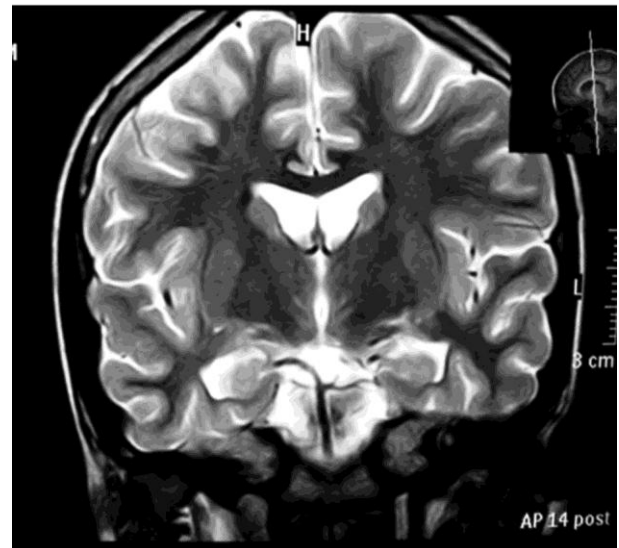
Secuencia de Resonancia Magnética T2 coronal con pronunciamiento de los surcos, así como del diámetro ventricular lateral, compatible con atrofia difusa sin lesiones en ganglios de la base.
